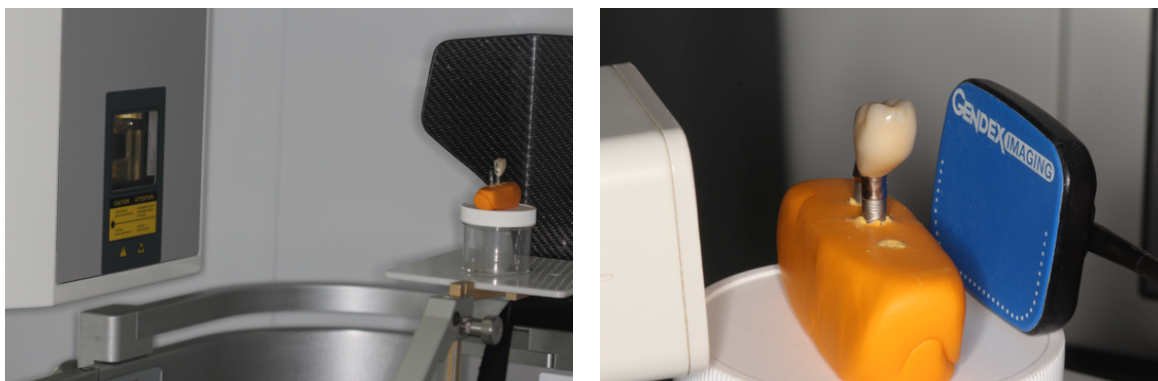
Șabloanele de lucru pentru aprecierea și calculul resorbției osoase periimplantare pe tomografia computerizată cu fascicol conic și respectiv radiografia de contact
